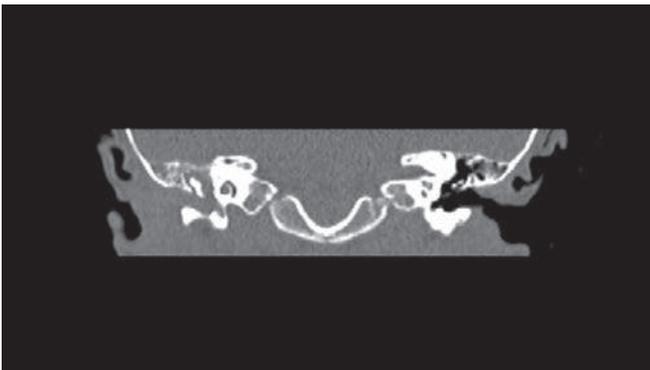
Corte coronal de TC, en el que se aprecia la ocupación del conducto y la caja, con preservación del tegmen, el espolón y la cadena oscicular.
